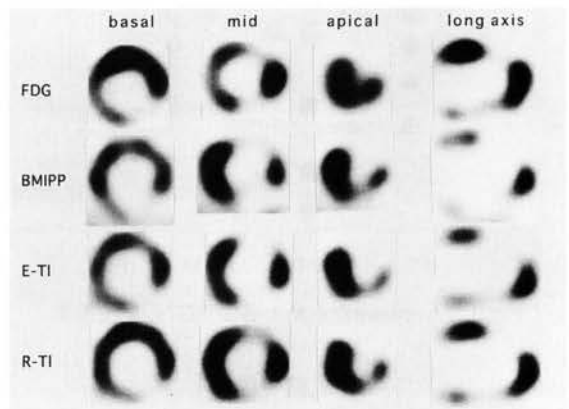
陳旧性心筋梗塞例(前壁・下壁梗塞)。 $^{123}\text{I}$ -BMIPP像、 $^{201}\text{Tl}$ 安静時及び負荷像、 $^{18}\text{F}$ -FDG-SPECT像とも前壁心尖部寄り恒久的完全欠損を示し、この領域はviableではないことを示している。
